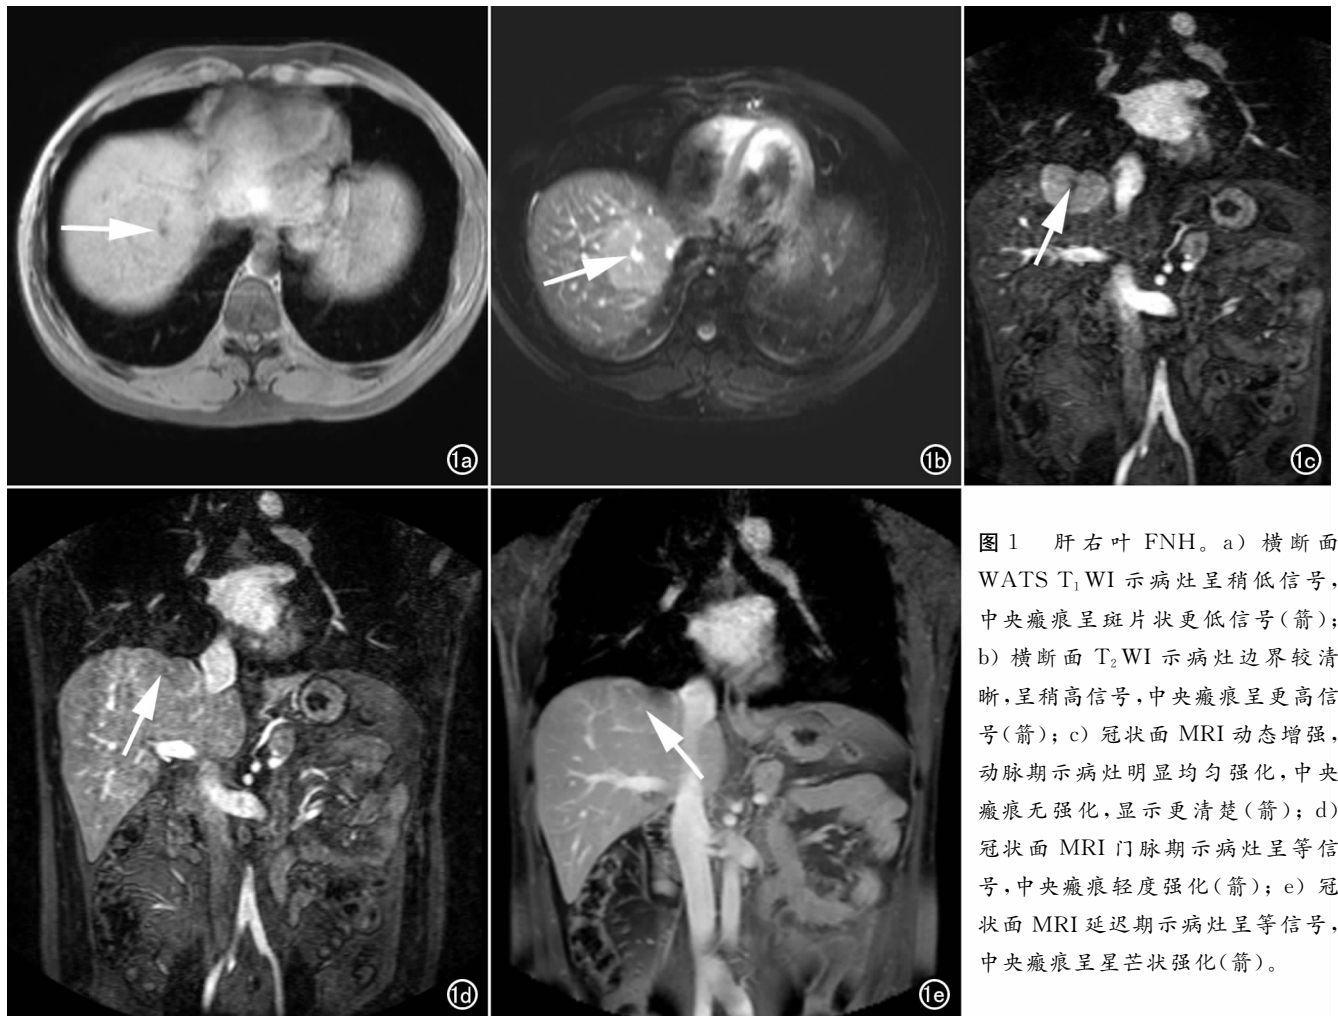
肝右叶 FNH。a) 横断面 WATS T_1 WI 示病灶呈稍低信号,中央瘢痕呈斑片状更低信号(箭);b) 横断面 T_2 WI 示病灶边界较清晰,呈稍高信号,中央瘢痕呈更高信号(箭);c) 冠状面 MRI 动态增强,动脉期示病灶明显均匀强化,中央瘢痕无强化,显示更清楚(箭);d) 冠状面 MRI 门脉期示病灶呈等信号,中央瘢痕轻度强化(箭);e) 冠状面 MRI 延迟期示病灶呈等信号,中央瘢痕呈星芒状强化(箭)。
